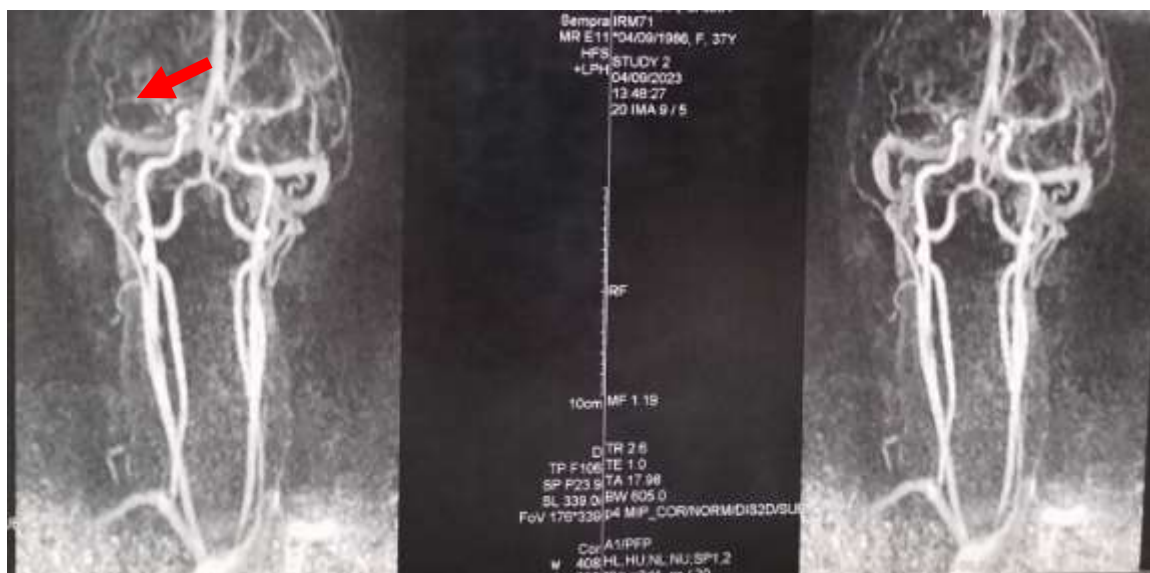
B : Angio IRM aspect grêle des terminaisons carotidiennes droites, occlusion segmentaire de l'artère sylvienne droite. (A.S, âgée de 37 ans).
